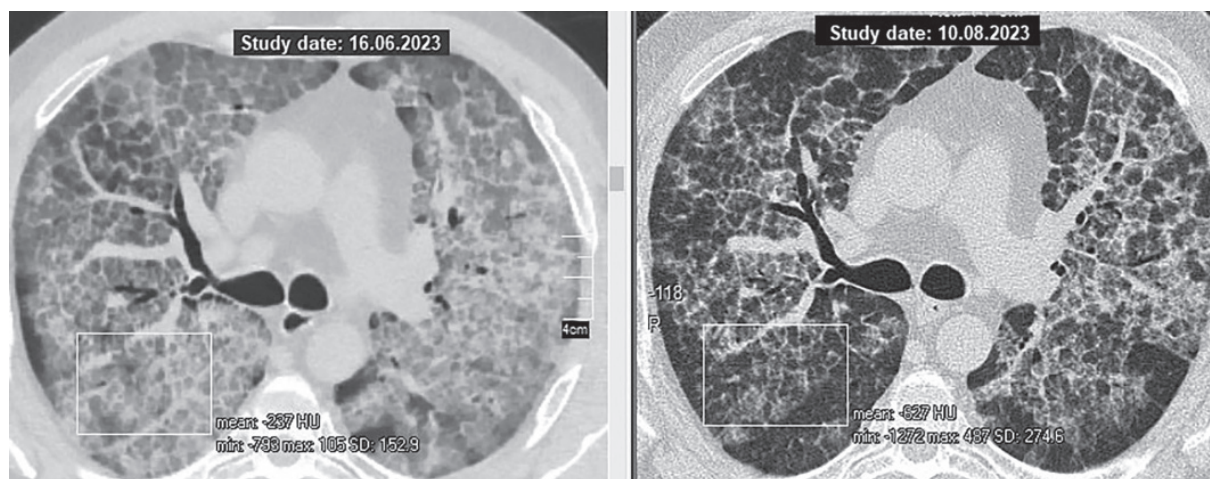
КТ легень пацієнта С. від 16.06.2023 (ліворуч), аксіальний зріз на рівні біфуркації трахеї: crazy paving-патерн з різко вираженим ущільненням паренхіми (щільність — -237 HU).
